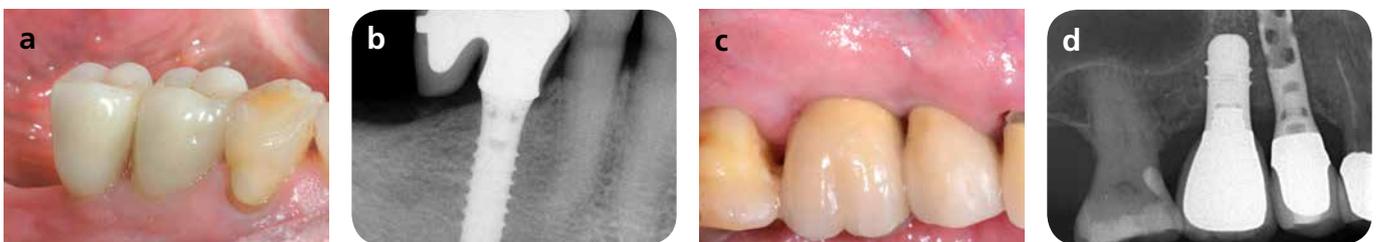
Freisituation im UK rechts, 82-jährige Patientin. Auch hier wurde eine distale Extension verwendet (a). Der Röntgenbefund 3 Jahre nach Implantation ist exzellent (b). Ein Jahr später ist die Patientin 86-jährig verstorben.
